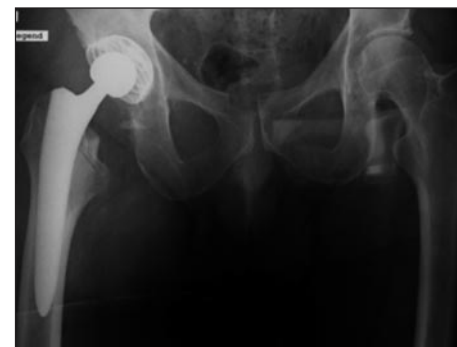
postoperatives Röntgenbild
